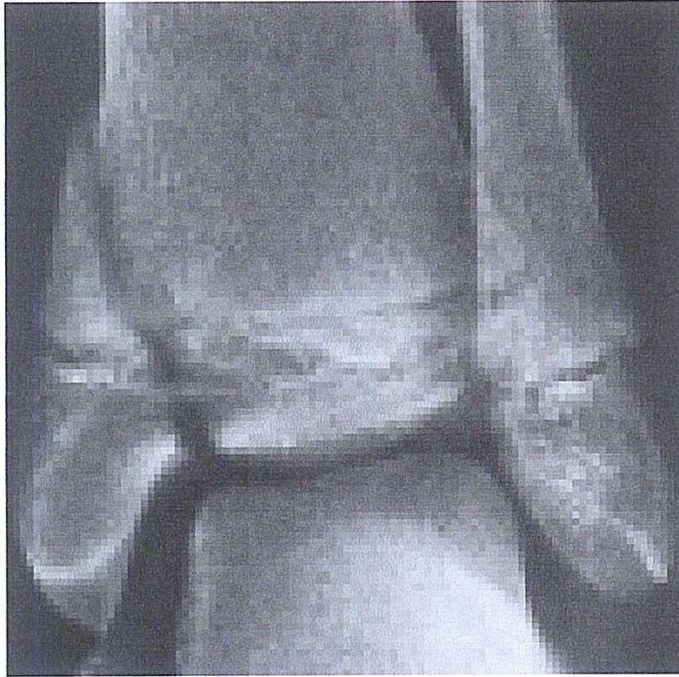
radiographie de la cheville de face montrant une fracture de Mac Farland type IV, détachant un gros fragment
